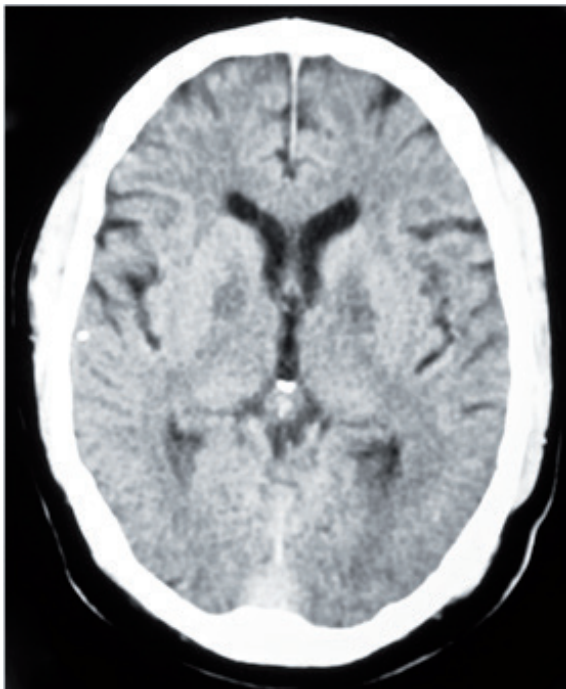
TAC de cráneo simple: lesiones hipodensas simétricas de los globos pálidos.
